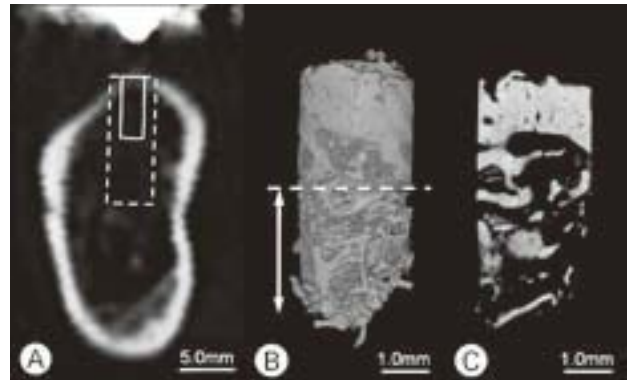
歯槽骨採取部位の CT 画像と歯槽骨生検試料のマイクロ CT 画像
